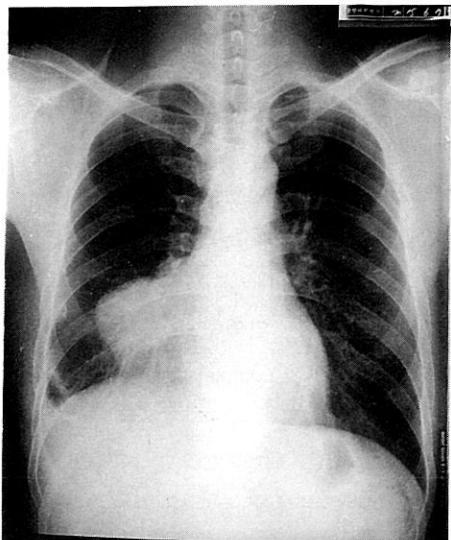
The chest x-ray shows a 6cm sized mass lesion on the right lower lung field.
